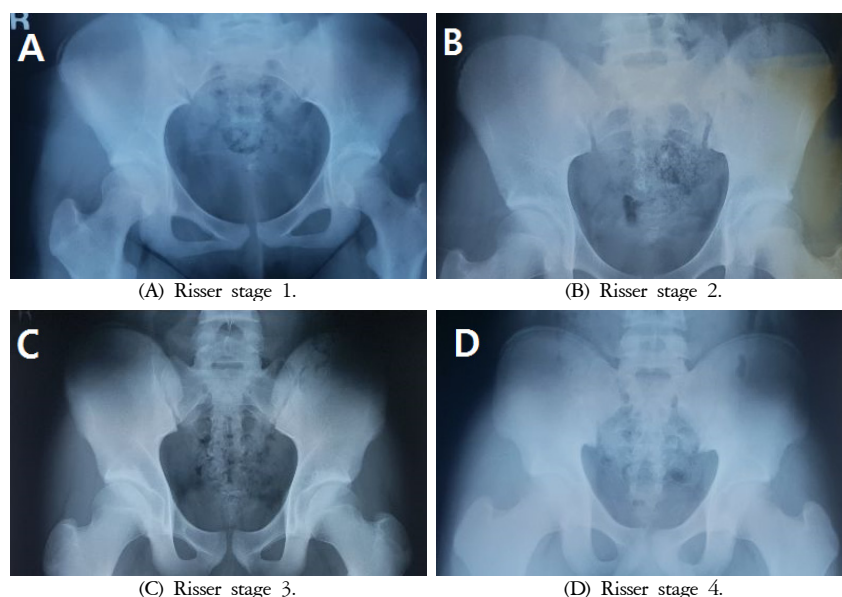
Radiographs in pelvic anterior-posterior view showing Risser sign
